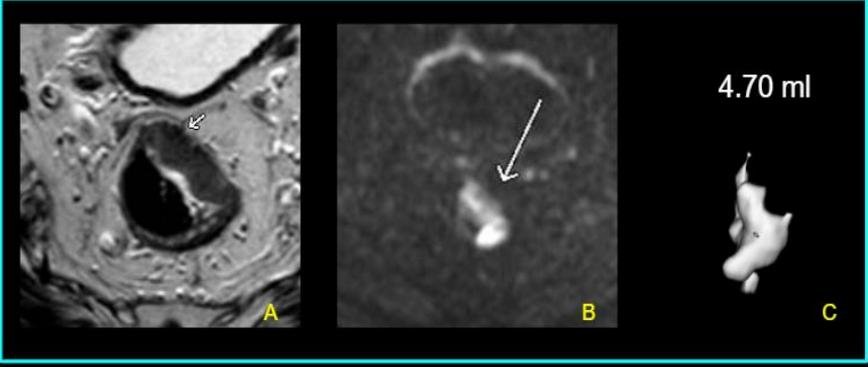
ESTADIFICACIÓN INICIAL. Resonancia Magnética Número:1. Imagen en plano axial en secuencia T2 (A), Difusión (B) y Volumetría (C). En recto medio/superior se visualiza formación de partes blandas que compromete pared lateral izquierda con extensión extramural anterior de 5.5 mm (flecha). .Mr: T3CN0 (A). La misma muestra restricción con las técnicas de difusión (B). Volumetría por RM 4.7 ml (C).
